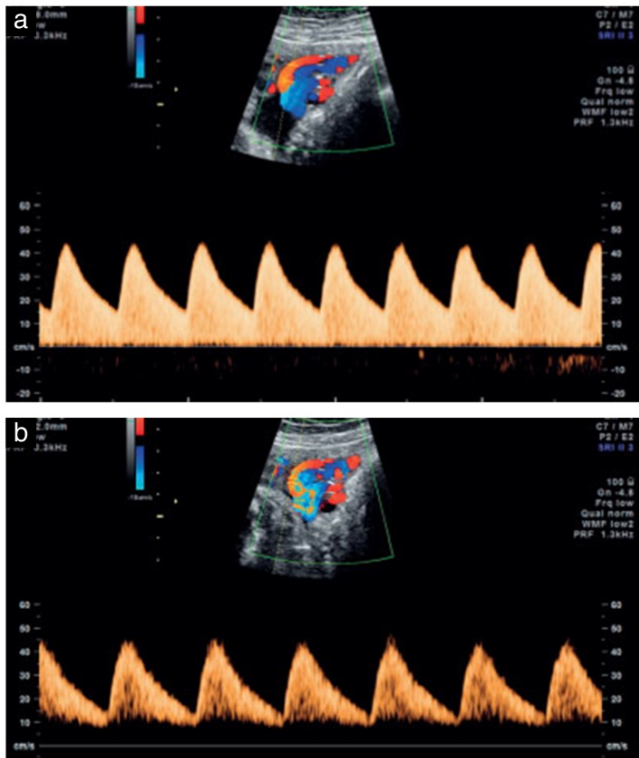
Ejemplos de formas de onda de la arteria umbilical inaceptables (a) y aceptables (b). El registro se mejora reduciendo la escala Doppler (es decir, reduciendo la frecuencia de repetición del pulso) para ampliar el registro de velocidad en la pantalla, así como ajustando la velocidad de barrido para cubrir solo de tres a nueve ondas consecutivas.
